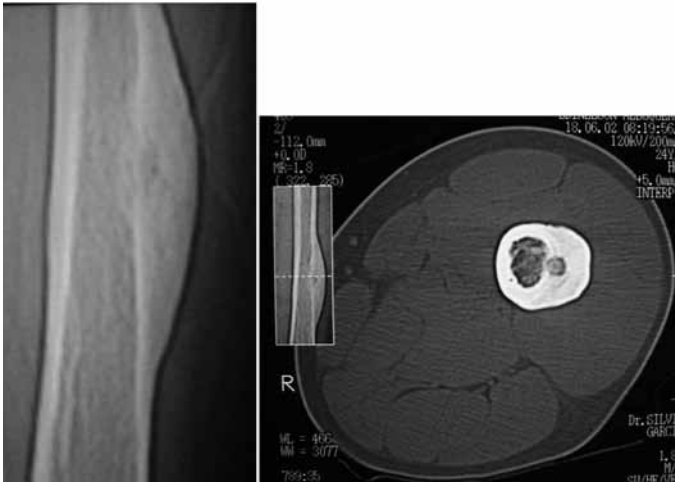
Radiografia e tomografia típicas de Osteoma osteoide com nicho radiolucido com conteúdo calcificado ou não e espessamento fusiforme do córtex.
